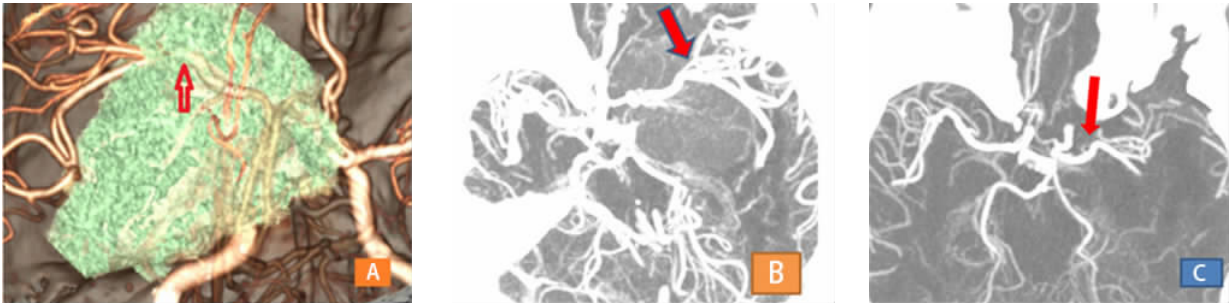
1 例蝶骨嵴脑膜瘤患者手术前后双源 CT 三维血管成像
